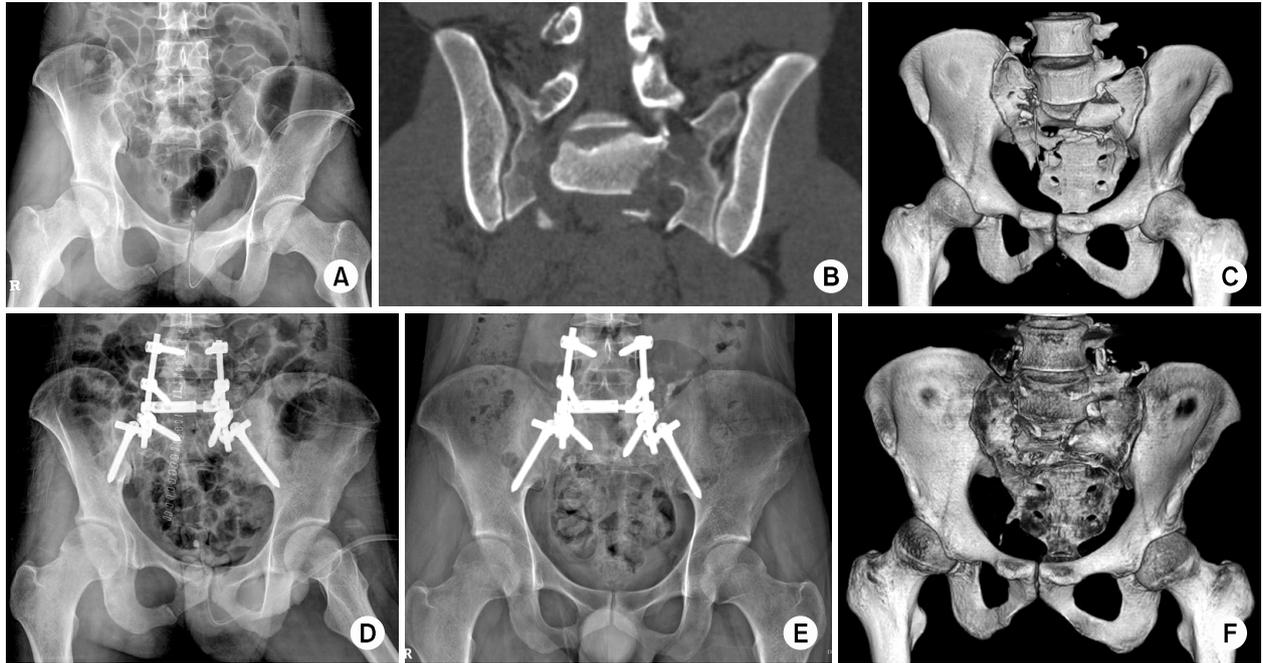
A 23-year-old male. Initial pelvis antero-posterior (AP) radiograph (A) and 3 dimensional computed tomography (3D CT) (B, C) demonstrate H-shaped sacral fracture (Denis zone 3) with spino-pelvic dissociation. Postoperative pelvis AP radiograph (D) demonstrates posterior stabilization of spino-pelvic fixation with iliac screw. The follow-up radiograph (E) and 3D CT (F) was obtained 20 weeks after operation demonstrates bony union and excellent clinical results.
